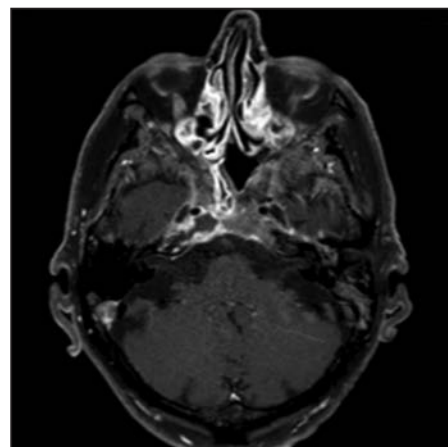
Corte axial de RMN a evidenciar hiper-captção da parede posterior do seio esfenoidal e *clivus* contíguo à direita.
